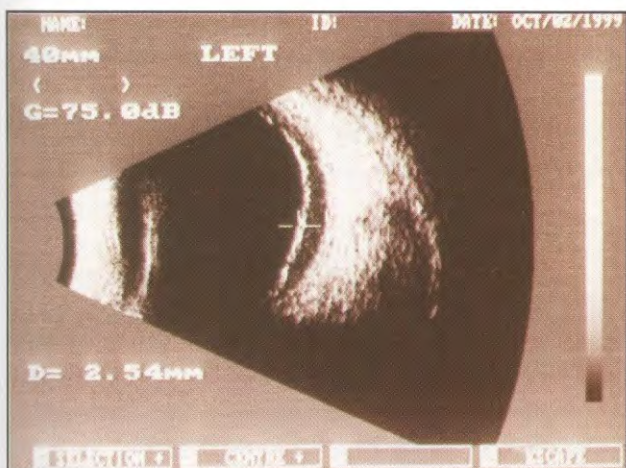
Ecografia B mostrando espessamento da coróide e descolamento da retina.
